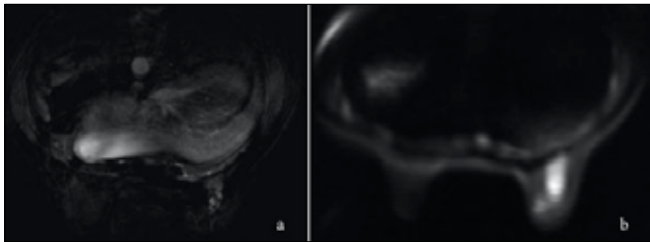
Magnetic resonance images a. Dynamic subtracted image b. Diffusion weighted image. There are nodular enhancing lesions with diffusion restriction.
